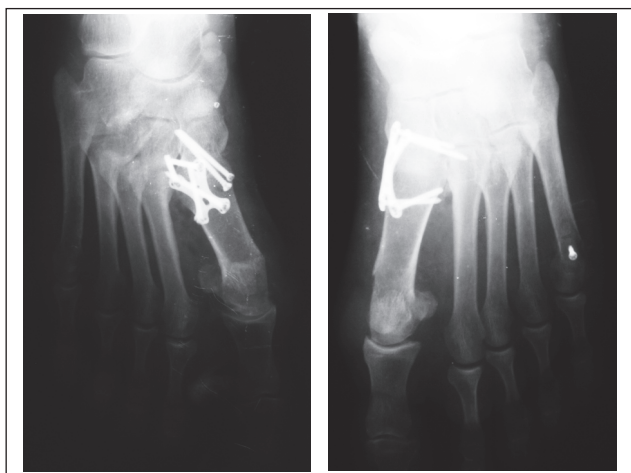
Фотоотпечатки рентгенограмм стоп пациентки М., 32 лет, переднезадняя проекция, интраоперационно
